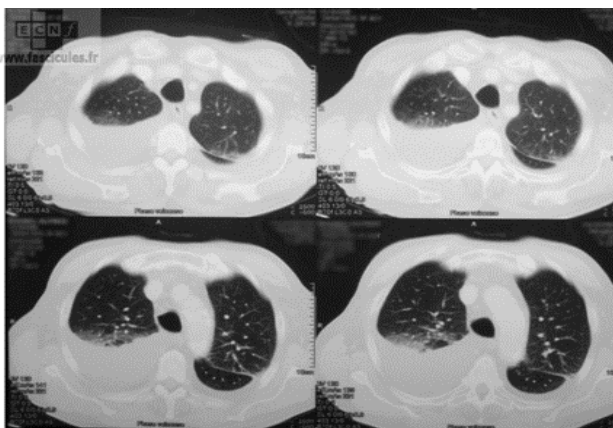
Une TDM thoracique montrant une PFLA compliquée d'un épanchement pleural droit[20].
